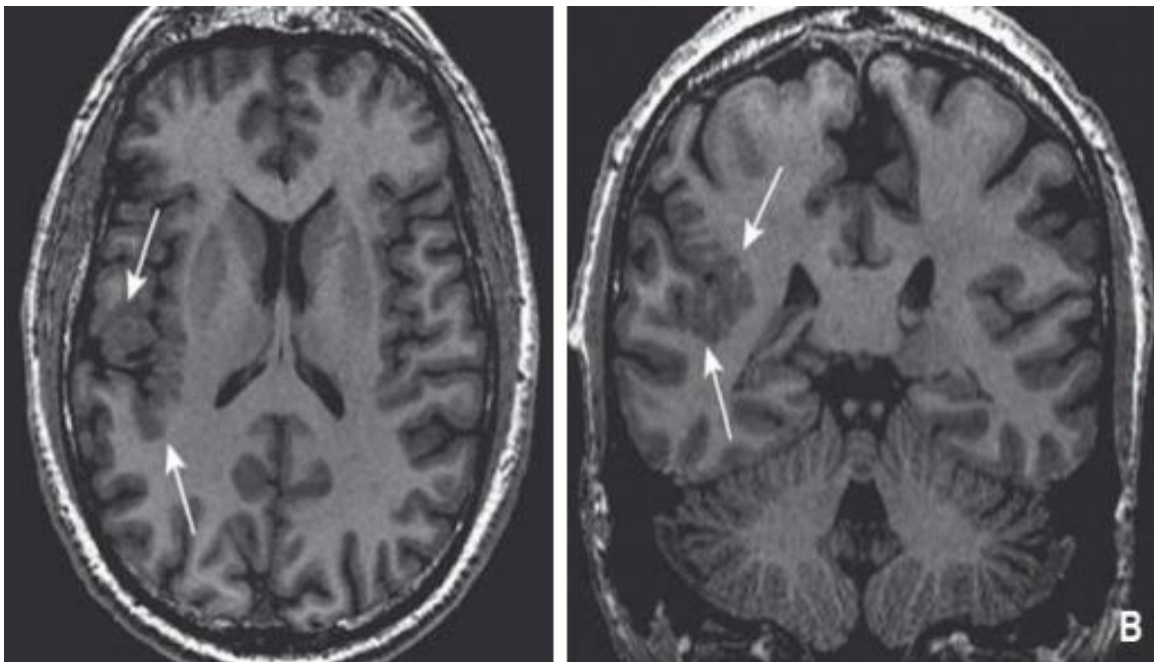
Polymicrogyrie périsylienne postérieure unilatérale. Coupes axiale (A) et coronale (B) séquence T1 (IRM) [F9].
